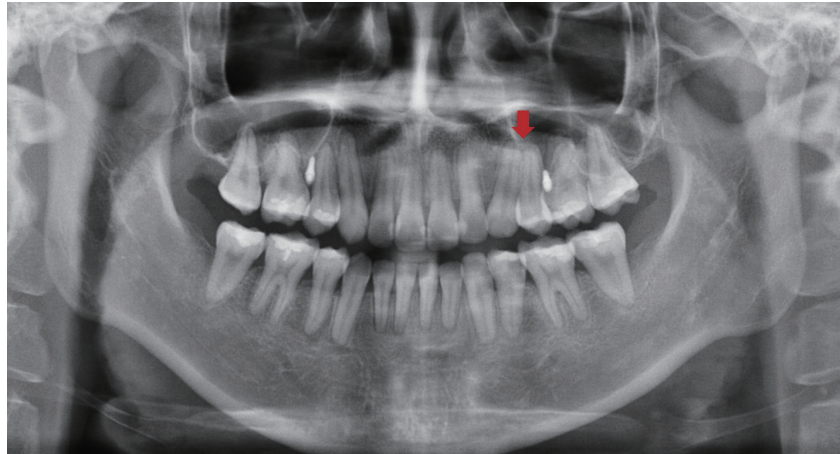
On the panoramic radiograph, the maxillary left canine and second premolar appear to in contact (red arrow).
